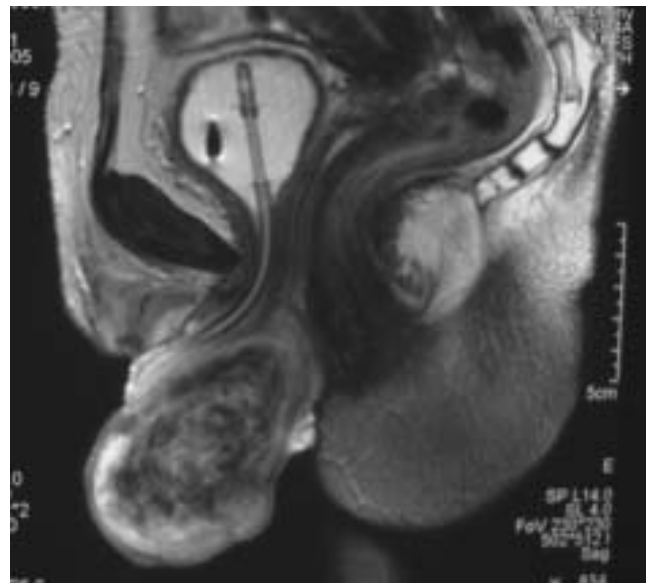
Resonancia magnética nuclear. Imagen sagital en T2 en donde se aprecia tumor de intensidad heterogénea en vulva en relación posterior respecto a la uretra.
